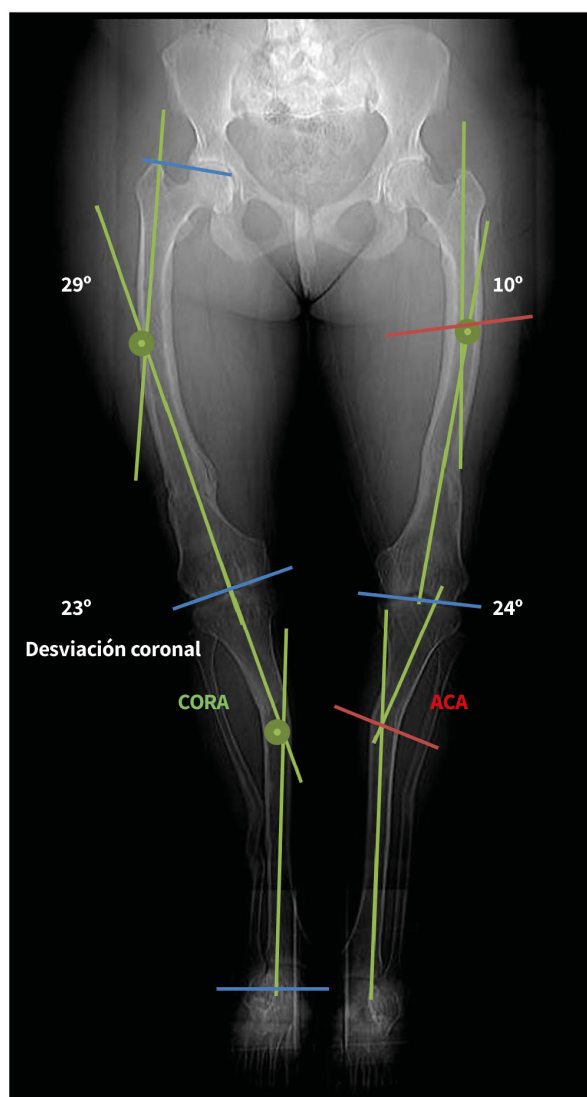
Telerradiografía prequirúrgica de extremidades inferiores para definir desviaciones coronales: Método ACA / Método CORA
